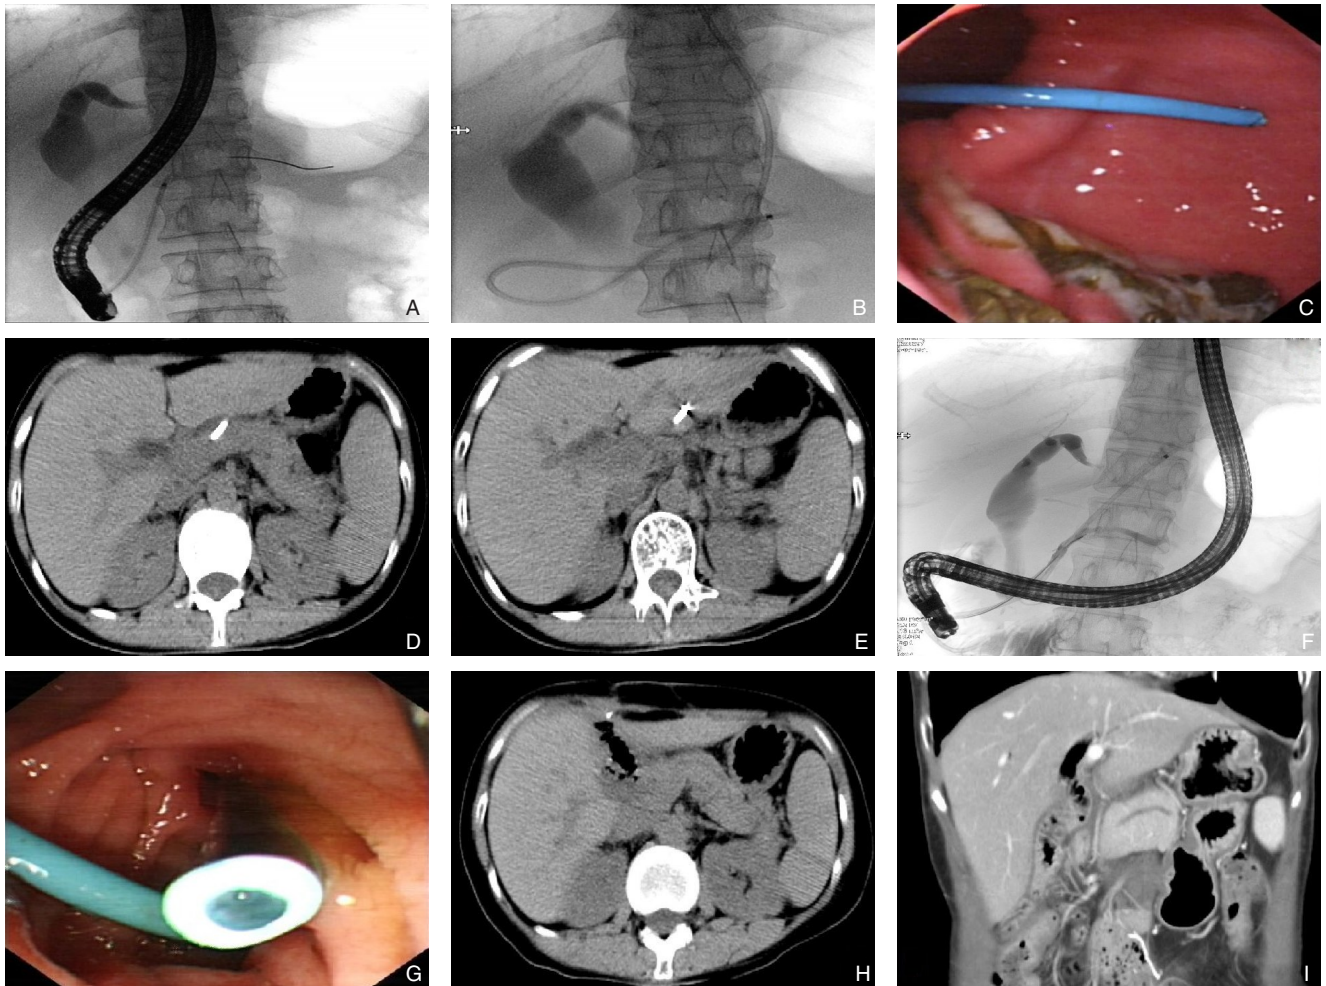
第三次入院治疗资料 A-B: 沿胰管内导丝置入鼻胰管; C: 于胃窦处剪断鼻胰管; D-E: CT提示胰管支架移位至胰体外,部分进入肝实质; F: ERCP造影示胰管支架移位; G: 内镜下示胰管支架外端位于十二指肠腔内; H-I: CT示胆肠术后改变,肝胆管少量积气,胰腺形态可,胰周未见局限性积液,胰管未见扩张
